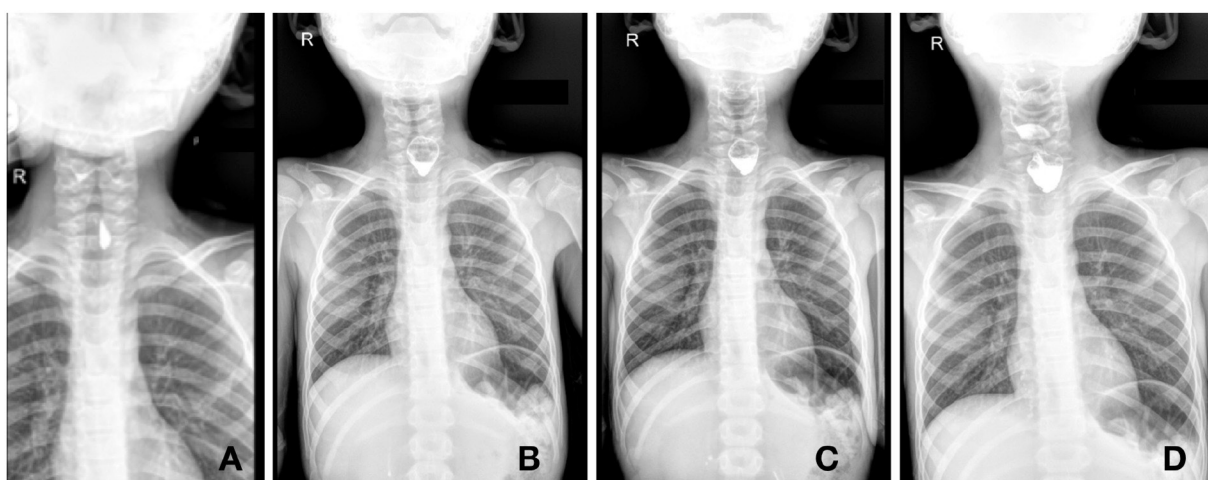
Radiografías seriadas tras la ingestión de contraste oral (medio hidrosoluble). (A) Radiografía anteroposterior previa a paso de contraste. (B) Se evidencia pasaje del contraste únicamente hasta la porción cervical del esófago. (C y D) Contraste se mantiene en porción cervical, no se observa pasaje a nivel más distal.
